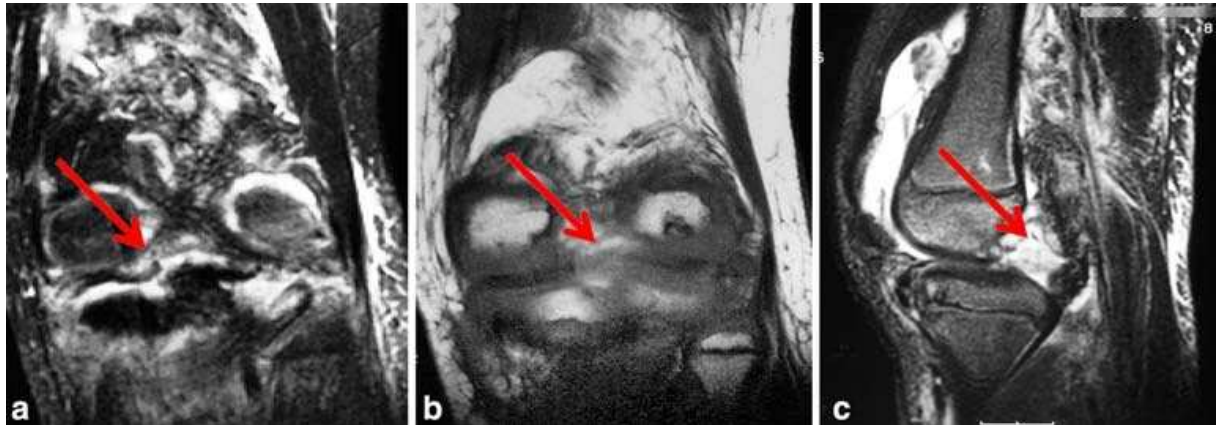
LCP détachée, mise en évidence par une flèche, et un déplacement tibial postérieur associé, sont représentés par des vues IRM coronale et latérale. Les ménisques et tous les autres ligaments sont intacts [95]
